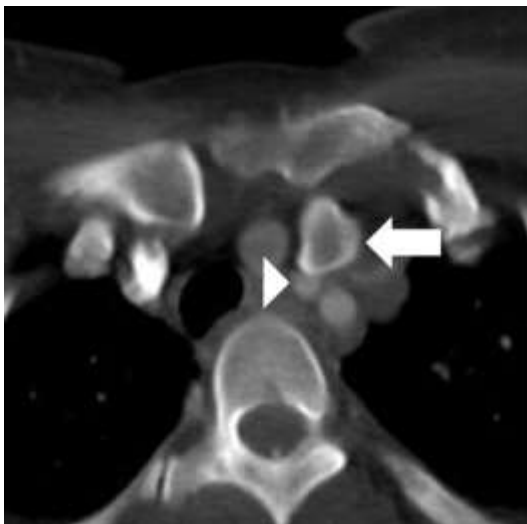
Задний грудино-ключичный вывих. Аксиальное КТ-изображение грудной клетки показывает смещение головки ключицы кзади (указано стрелка), примыкающей к левой общей сонной артерии (указано стрелкой).
